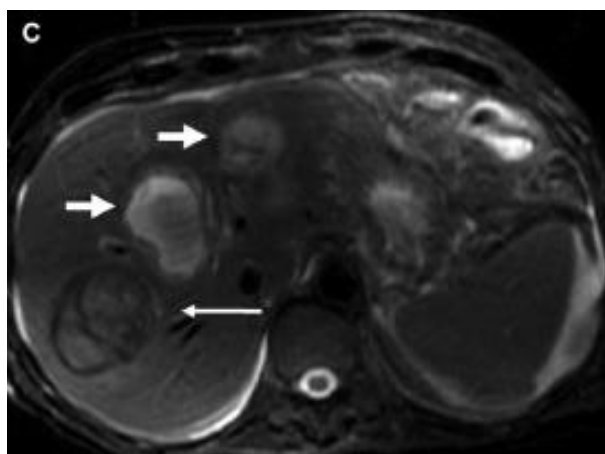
A) Absceso hepático multiloculado en TC con contraste B) Absceso hepático uniloculado con nivel hidroaéreo (flecha larga)<sup>130</sup>
